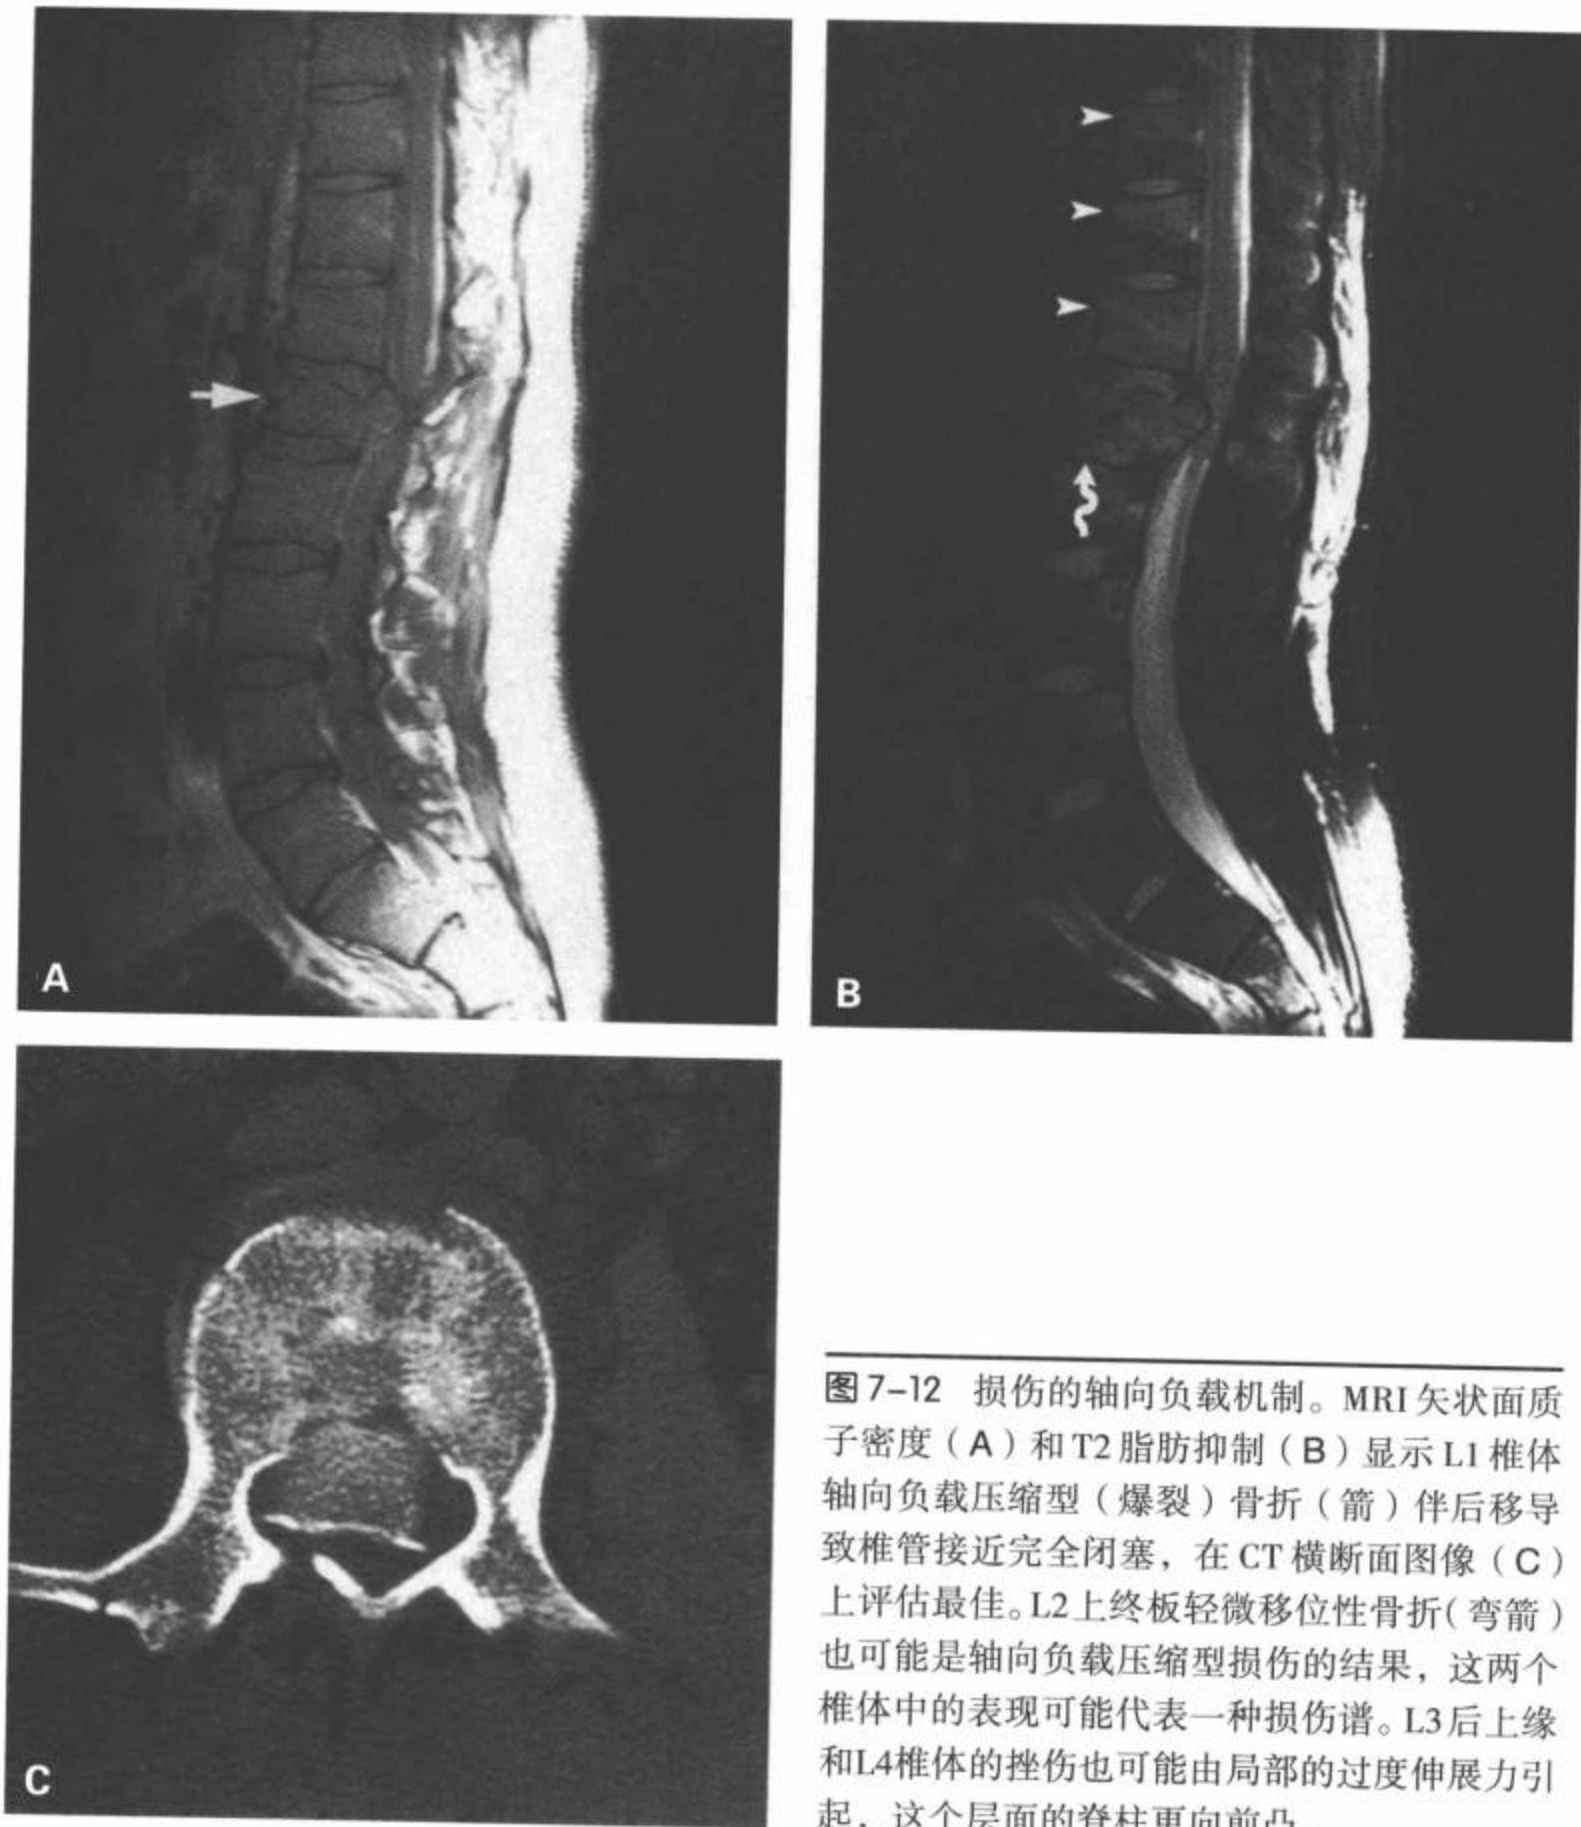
损伤的轴向负载机制。MRI矢状面质子密度(A)和T2脂肪抑制(B)显示L1椎体轴向负载压缩型(爆裂)骨折(箭)伴后移导致椎管接近完全闭塞,在CT横断面图像(C)上评估最佳。L2上终板轻微移位性骨折(弯箭)也可能是轴向负载压缩型损伤的结果,这两个椎体中的表现可能代表一种损伤谱。L3后上缘和L4椎体的挫伤也可能由局部的过度伸展力引起,这个层面的脊柱更向前凸。
